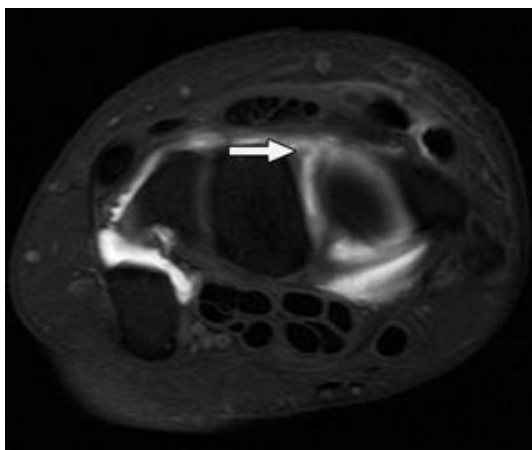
arthro-IRM (coupe axiale en pondération T1FS montrant une rupture du faisceau dorsal du LSL, d'après (61).
